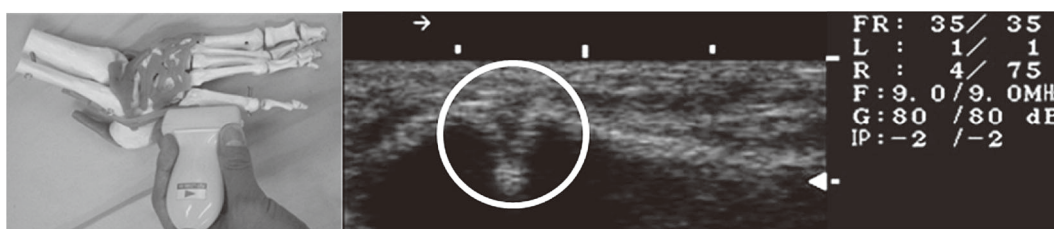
超音波画像(治療9日後には骨折部に仮骨を確認した。)
